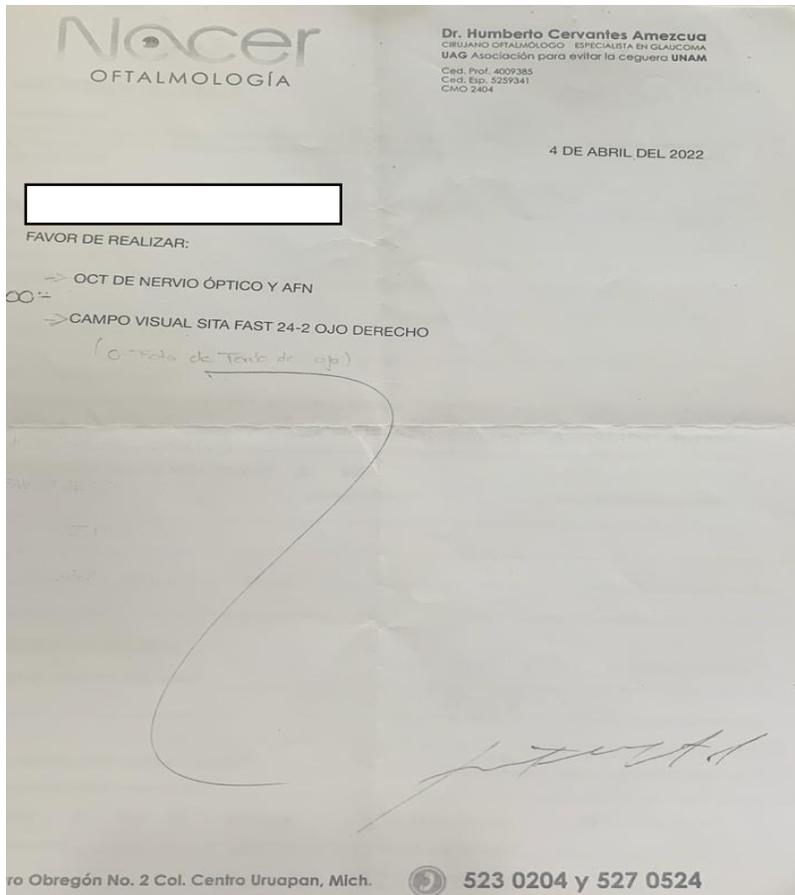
Solicitud de estudios de campimetría de los campos visuales y una Tomografía de Coherencia Óptica OCT. Fuente: Propia
